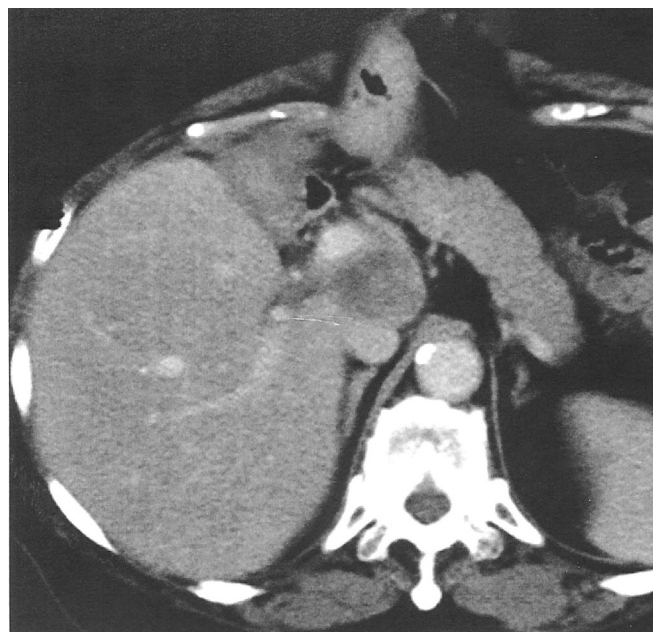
Abdominal CT 1 year and 11 months after the first hepatectomy A recurrent lesion was found at the hilar lymph nodes
